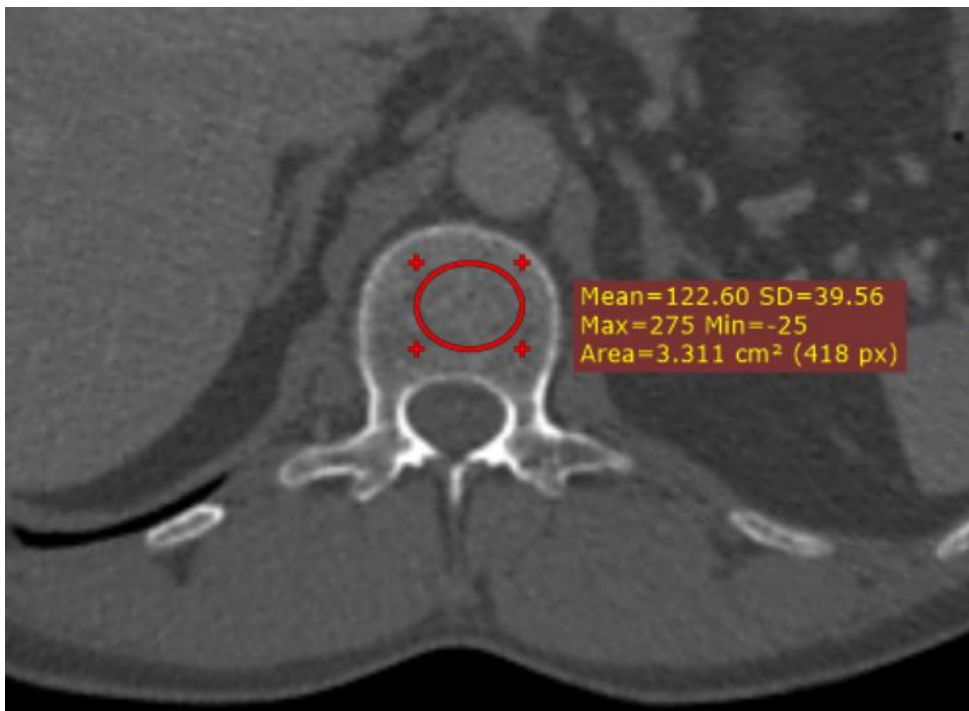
Аксіальне зображення КТ пацієнта 40 років з дифузною В-великоклітинною лімфомою на рівні L₁. Вимірювання МЩКТ в ОХ в кістковому вікні за допомогою ROI.
